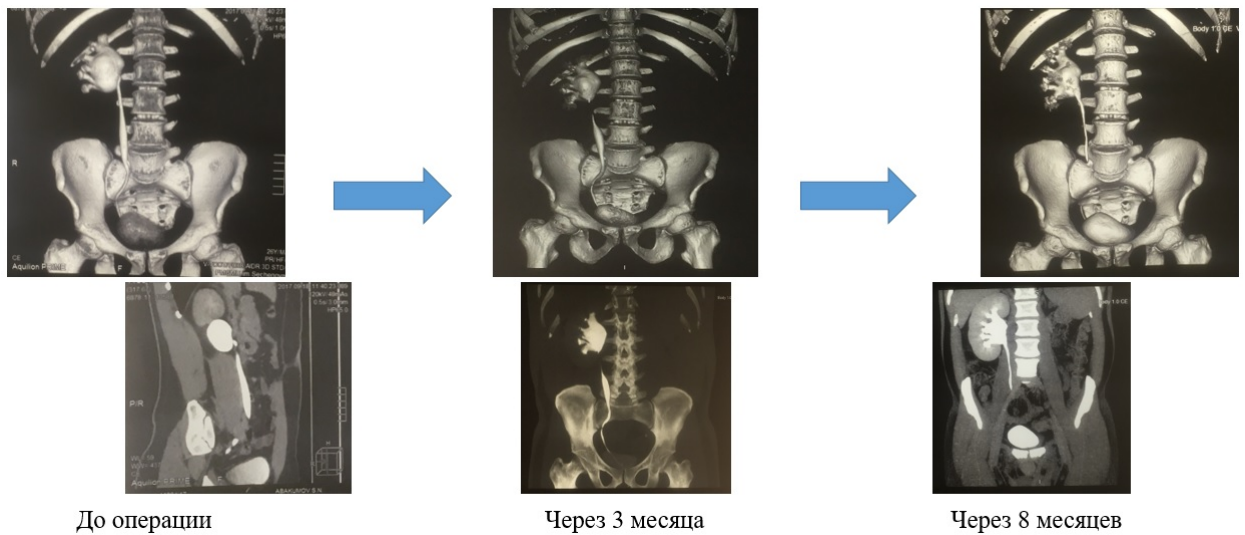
3D реконструкция и МСКТ урография до, через 3 и 8 месяцев после хирургического лечения по поводу стеноза ЛМС, ГН справа
